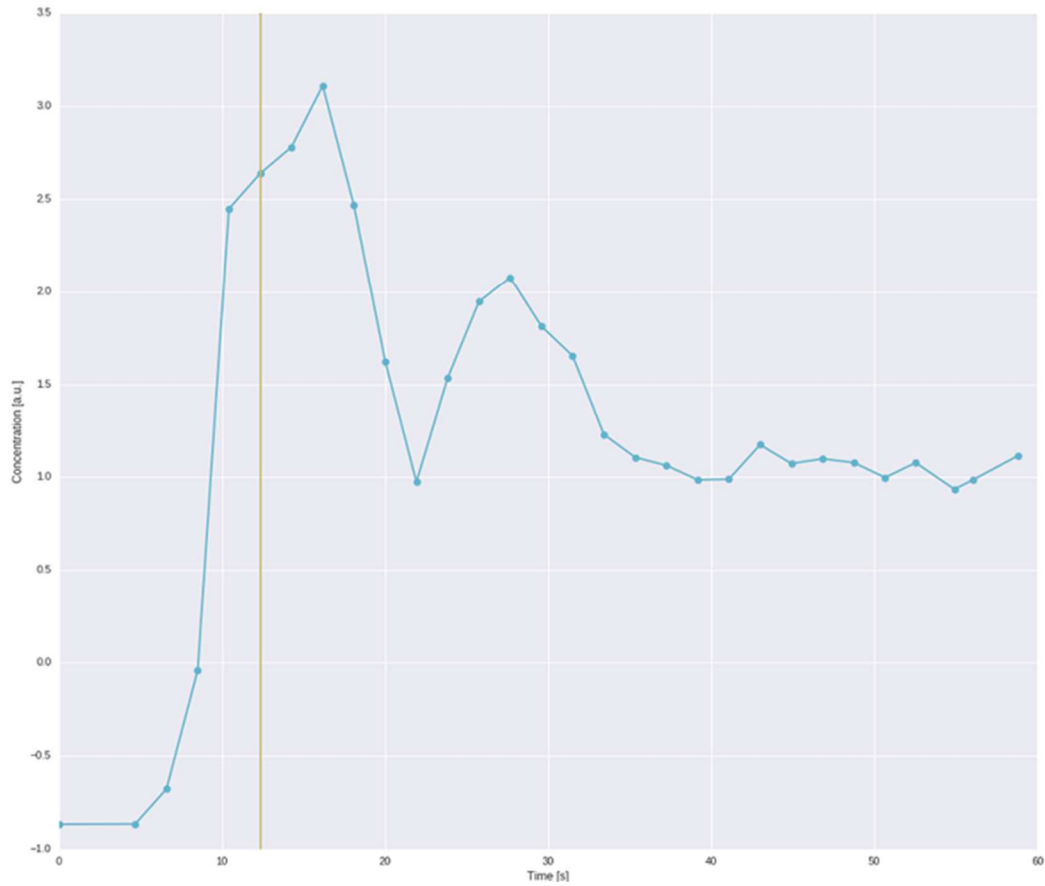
Kontrastmittelkonzentrationskurve in der Aorta (Beispiel Pat. 8, 2. MRT)
